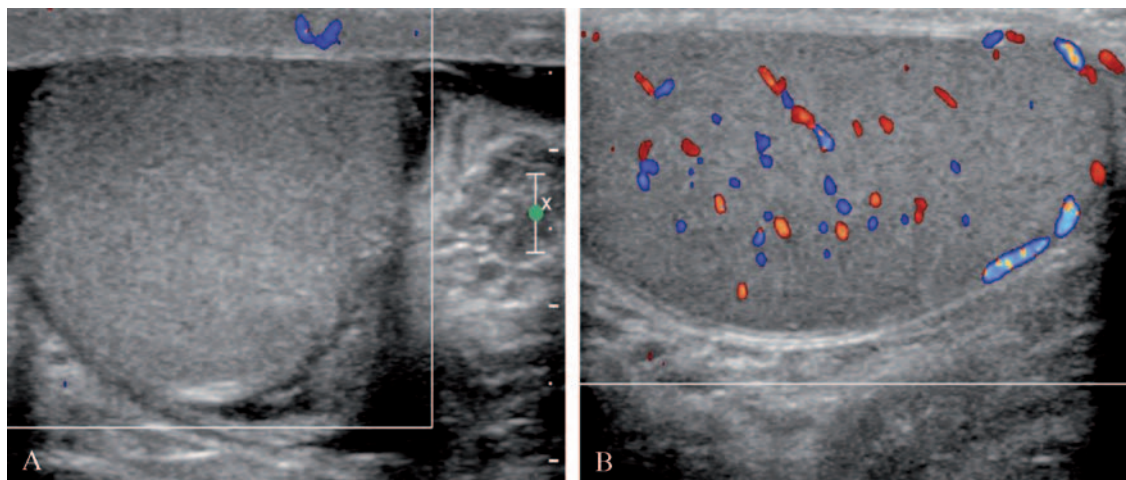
Torsion of the right testis. Patient with a 3 hours history of acute right scrotal pain. (A) Color Doppler ultrasound image of the right hemiscrotum shows an avascular testis with normal echogenicity and echotexture. (B) Color Doppler ultrasound image of the left hemiscrotum shows normal vascularization of the left testis.
